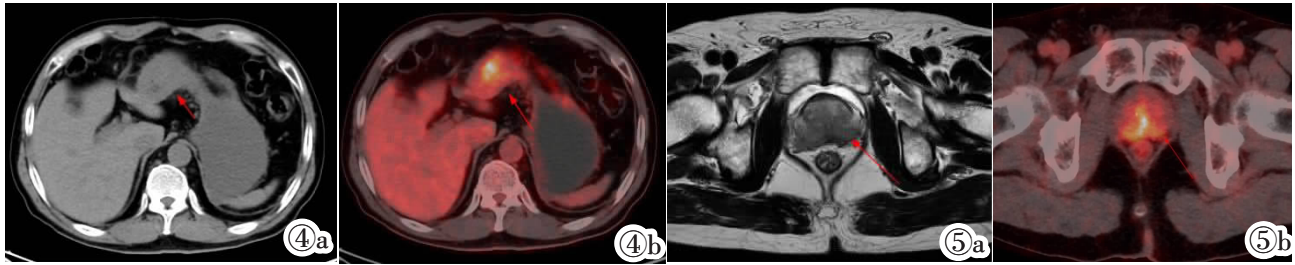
胃窦部胃壁增厚, ^{18}F -FDG 代谢增高, SUV_{max} 为 4.9。图 5 前列腺 T_2WI 低信号, ^{18}F -FDG 代谢不均匀性增高, SUV_{max} 为 9.8。
